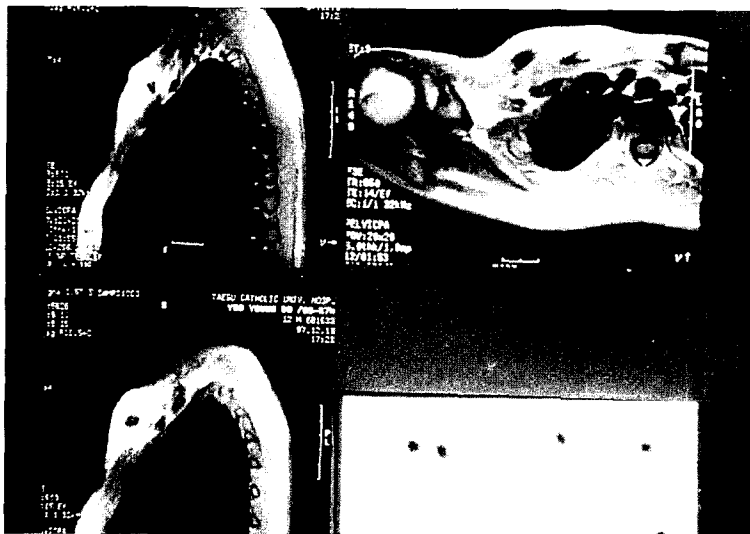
MR image revealed diffuse dark signal intensity of the distal portion of the right clavicle, probably due to sclerotic change. Proximal fragment showed normal signal intensity of the marrow and cortex.
